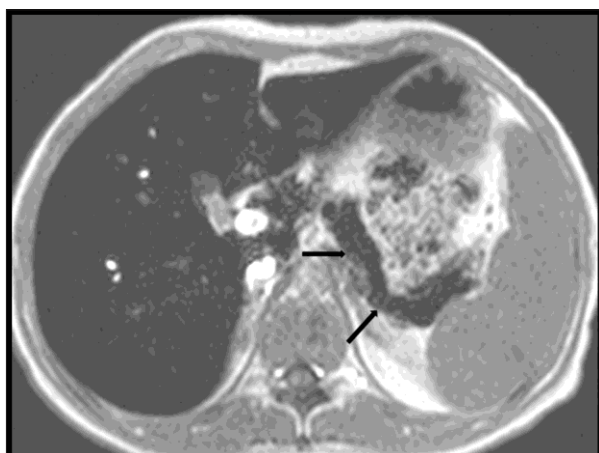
Magnetic resonance imaging of the abdomen, compatible with iron deposition. Axial T1-weighted image demonstrates marked signal reduction in both the pancreas (indicated by the black arrow) and liver. Signal intensity of the spleen is normal.
